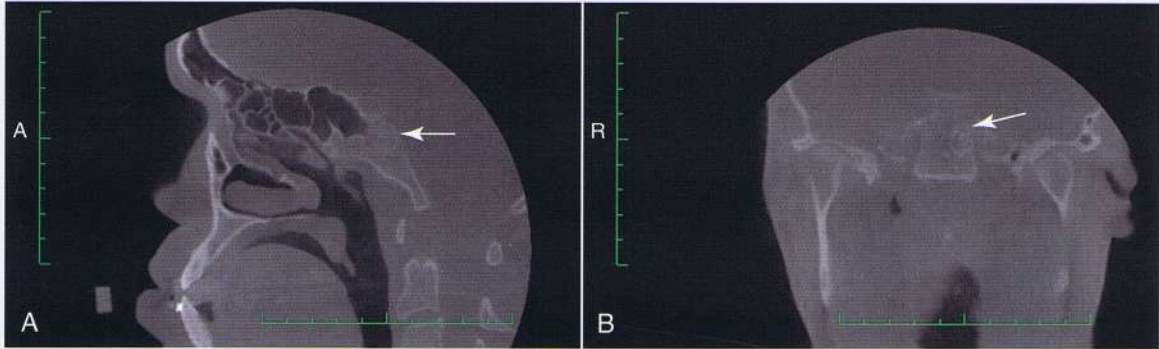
Caso 3. Las imágenes de la tomografía computarizada de haz cónico (CBCT) muestran una lesión en la base del cráneo. Imágenes logradas con el escáner Hitachi CB MercuRay CBCT (Hitachi Medical Corp., Tokio, Japón). A, sección sagital con puntero en el área del clivus. B, sección coronal con puntero que señala la lesión.
